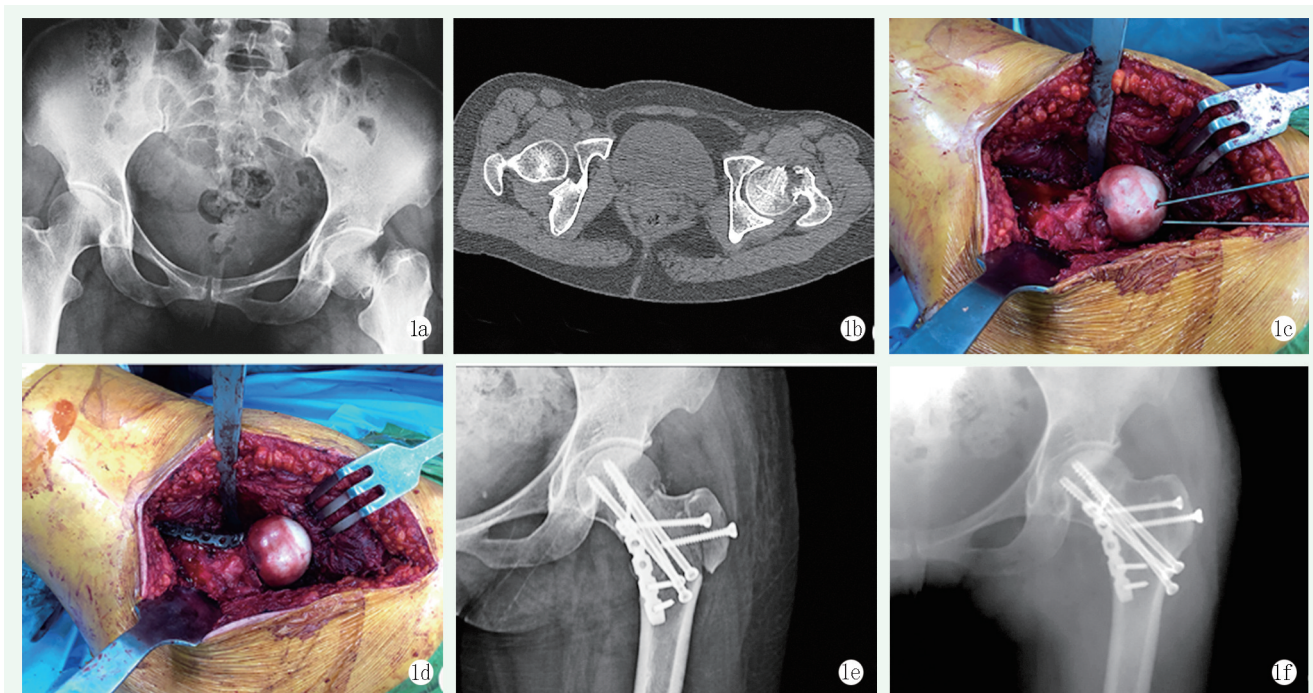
患者，女，40岁，摔伤至左股骨颈骨折 1a, 1b: 术前X线片和CT显示 Garden III 型股骨颈骨折 1c: 术中使用克氏针临时固定骨折块 1d: 术中股骨内侧支撑钢板固定后 1e: 术后第1d 复查左髋关节正位X线片示骨折复位好，内固定位置好 1f: 术后12个月复查左髋关节正位X线片示骨折愈合，内固定物无松动
